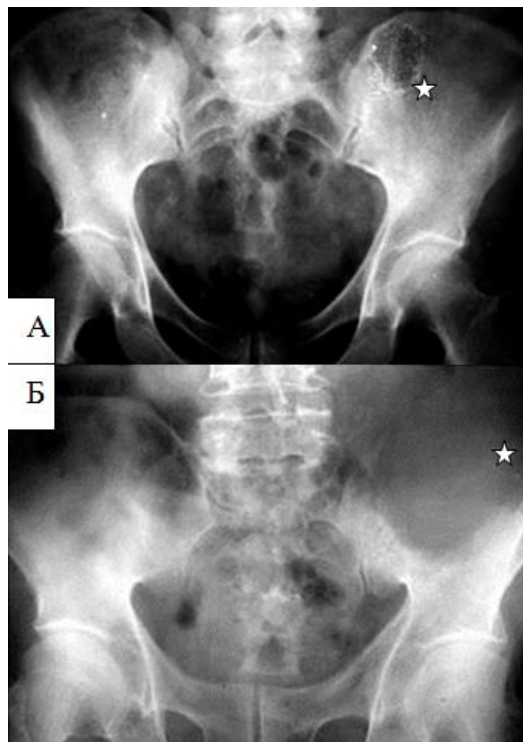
Рентгенограми в прямої проекції різних пацієнтів. Різні варіанти ураження кісток таза при МХ: А – невелика ділянка деструкції, відмежована тонким склеротичним обідком (зірочка); Б – велика ділянка деструкції, що нагадує літичний метастаз.
